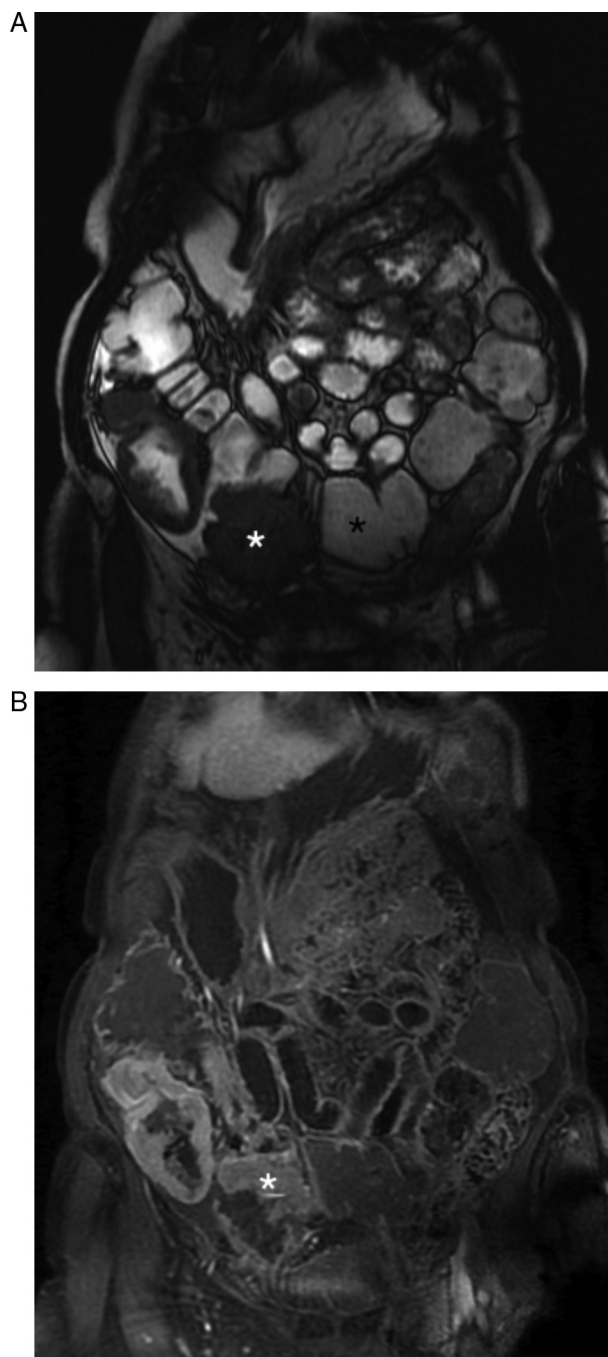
A e B: Enterografia por RM que mostra acentuação do espessamento parietal difuso do cego e cólon ascendente; ptose do transverso (asterisco preto) com lesão sólida adjacente no terço médio com 6,7x3,2 cm (asterisco branco).
